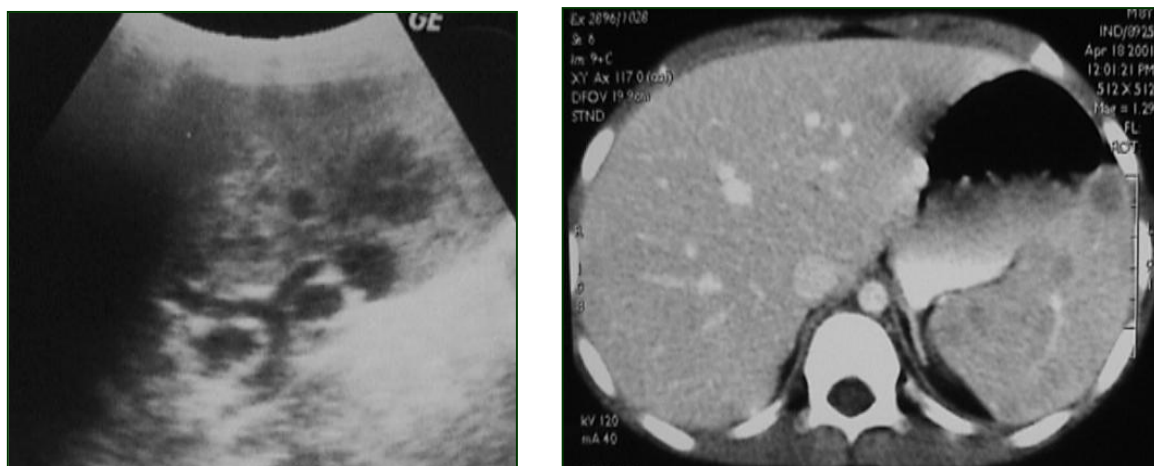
Echographie et TDM abdominales en coupe montrant des nodules spléniques hypodenses et hypoéchogènes avec des adénopathies hilaires spléniques.
